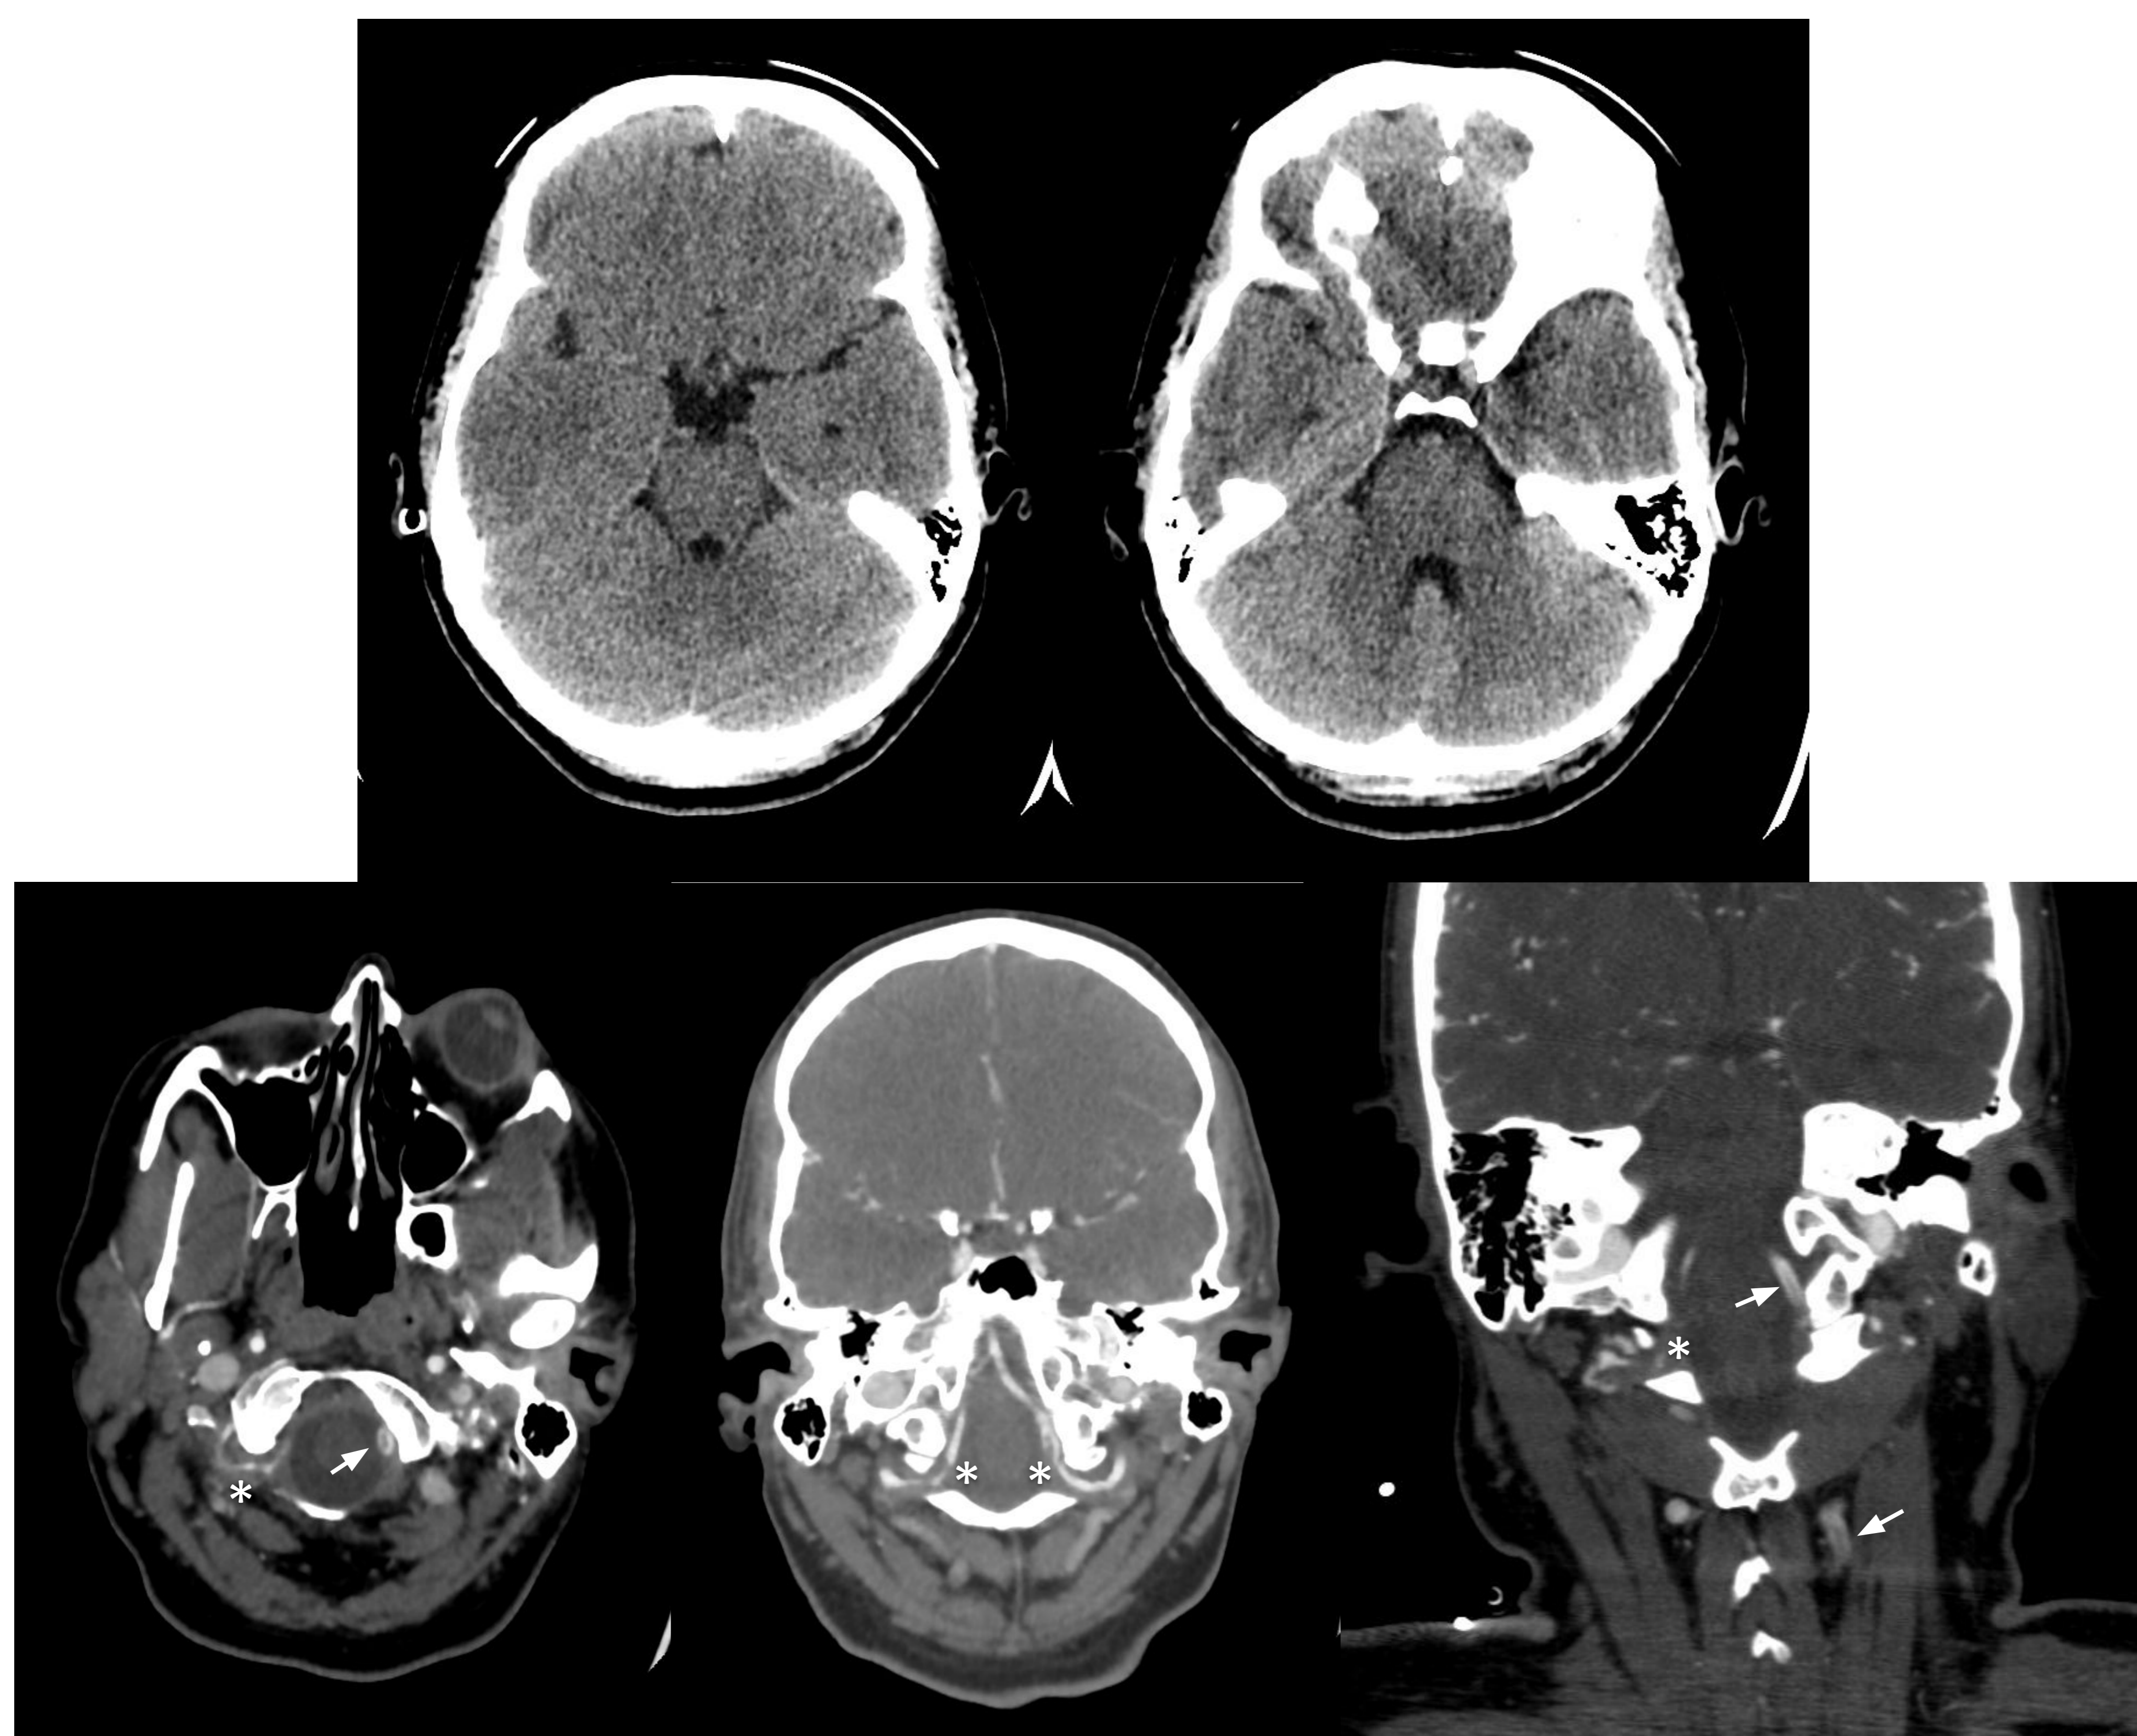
imágenes de TC simple (fila superior) sin evidentes signos precoces de isquemia. Imágenes de angio-TC de TSA y arterias cerebrales (fila inferior) en las que se objetiva estenosis e irregularidad de la luz del segmento V3-V4 derecho y V4 izquierdo (asteriscos), con repermeabilización distal, así como defecto de repleción lineal en V2-V4 izquierdo compatible con flap intimal (flechas). Hallazgos en conjunto sugerentes de DAV bilateral.
